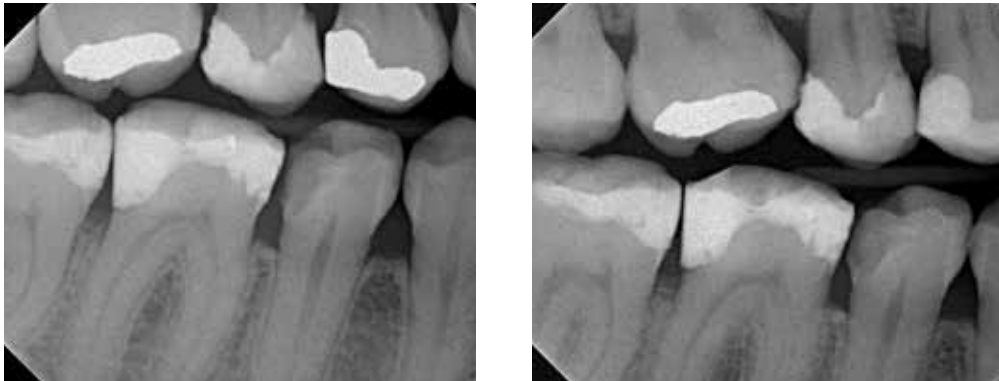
Röntgenbilder vor und nach der Behandlung. Sowohl die fließfähige als auch die modellierbare Variante zeigt ausreichende Röntgensichtbarkeit.
